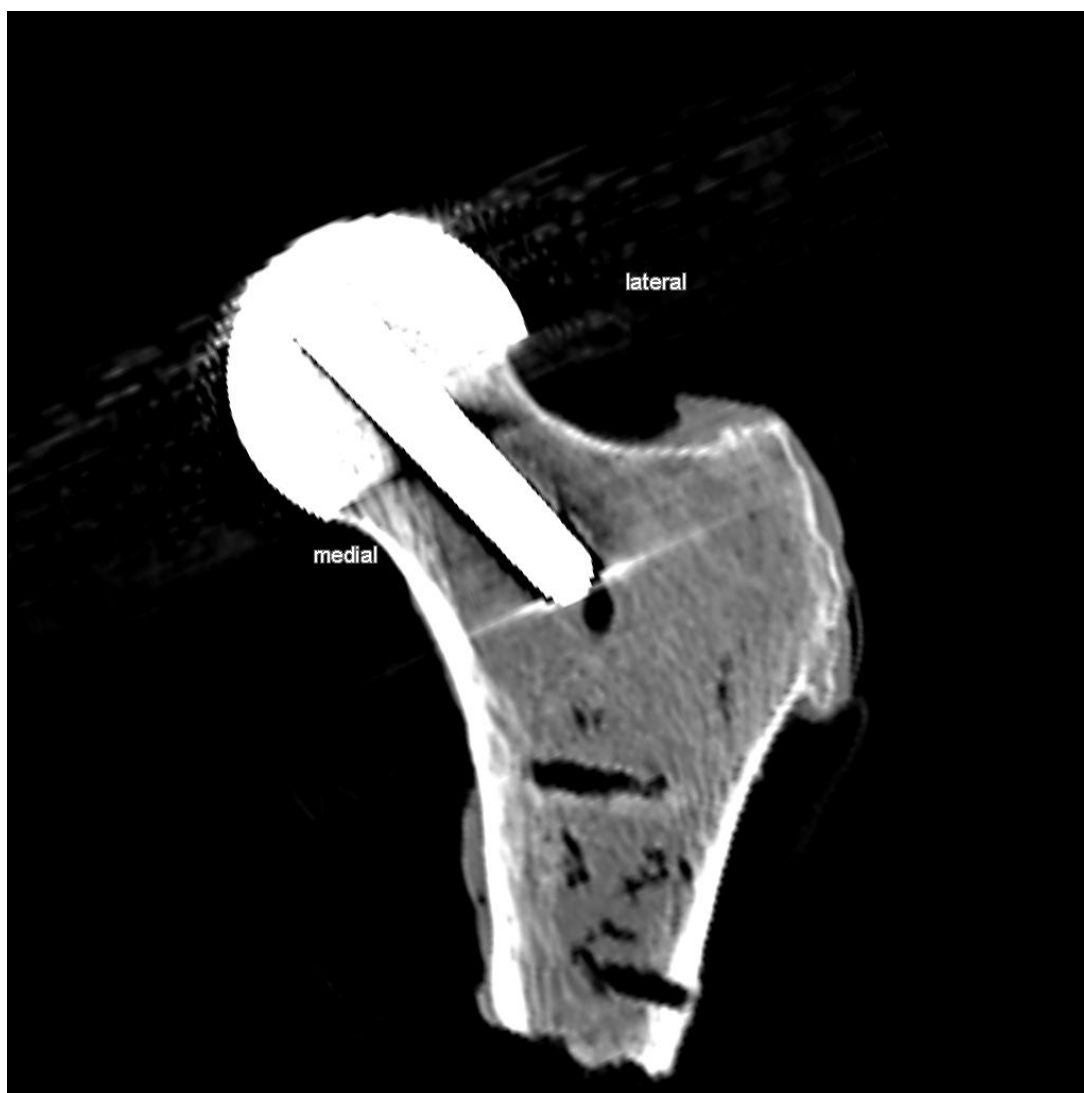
Versuchsnummer: 8; CT Schnittbild, Coronarebene; kein Notching
